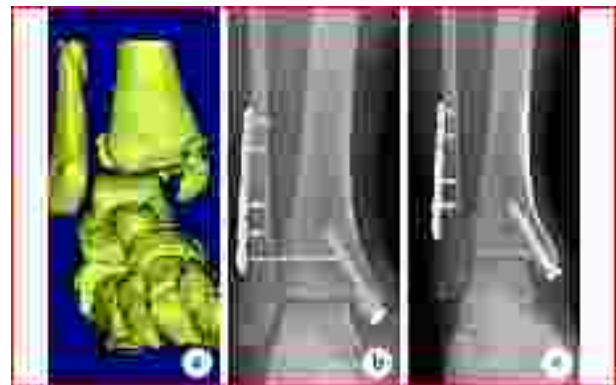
坚强固定组患者, 男, 42 岁, 右踝关节旋前-外旋型骨折伴下胫腓联合分离 a. 术前三维 CT; b. 术后 1 d X 线片; c. 术后 1 年 X 线片示下胫腓联合再次分离
